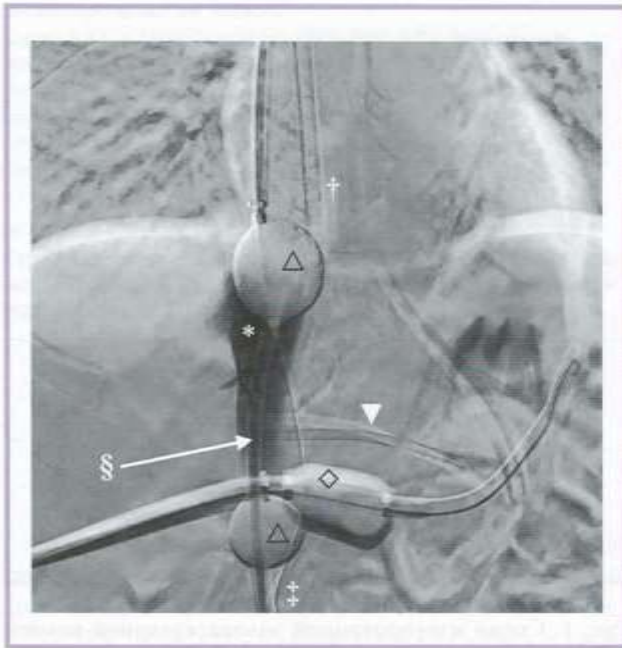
Рентгенограмма позиционирования баллонов и канюль во время изолированной перфузии печени (контраст введен в ретропеченочный отдел нижней полой вены).
